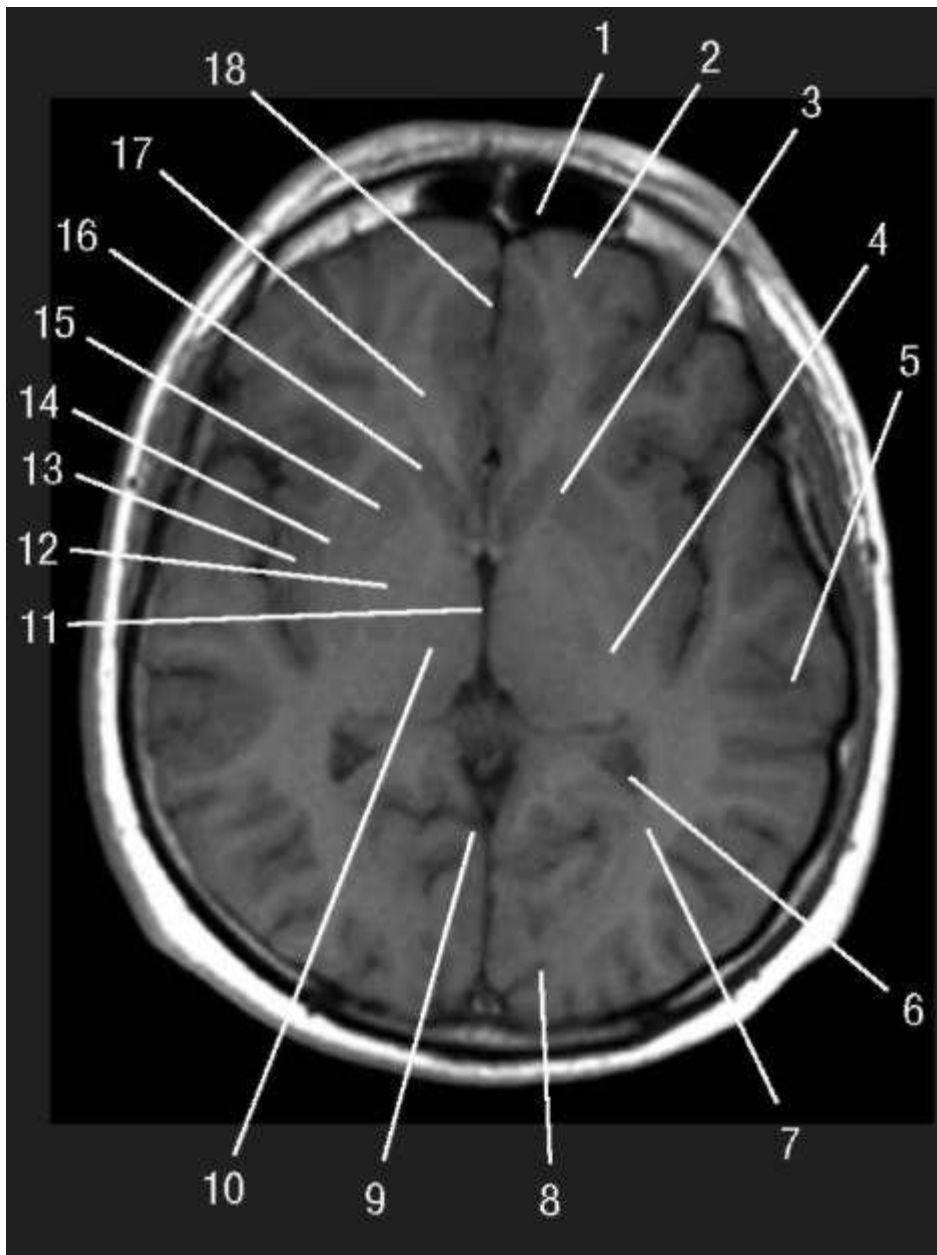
Магнитно-резонансная томограмма головного мозга в горизонтальной плоскости (^-взвешенное изображение): 1 - *sinus frontalis*; 2 - *lobus frontalis*; 3 - *capsula interna (crus anterior)*; 4 - *capsula interna (crus posterior)*; 5 - *lobus parietalis*; 6 - *cornu posterior ventriculi lateralis*;
